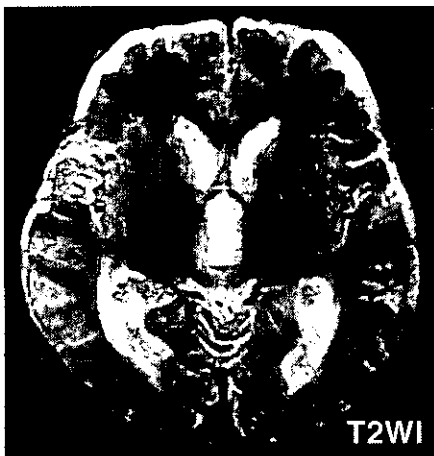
MRI像。側脳室・第3脳室の拡大と脳室周囲のT2及びproton高信号域を認める。
